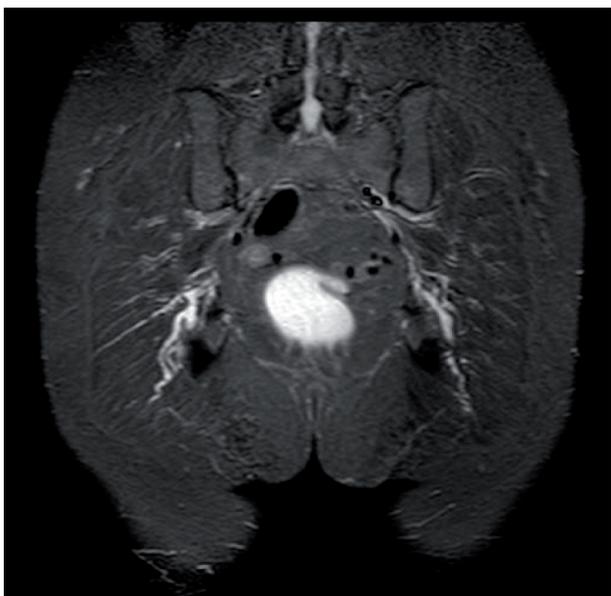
RM pelvi prodotta con apparecchiatura da 1.5 T in paziente con dolore pelvico cronico irradiato alle gambe, bilateralmente: Scansione coronale con sequenza STIR condotta a livello delle diramazioni del nervo pudendo: simmetrica, diffusa accen-tuazione del disegno (“increased marking”), iperintensità di segna-le e tortuosità del decorso con aumento di calibro del nervo.
